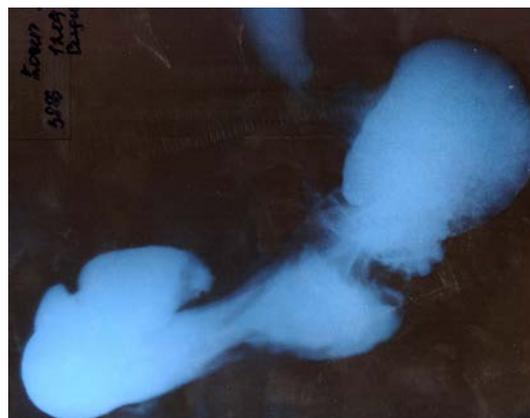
Эзофагогастрорентгенограмма после операции пациентки К.
